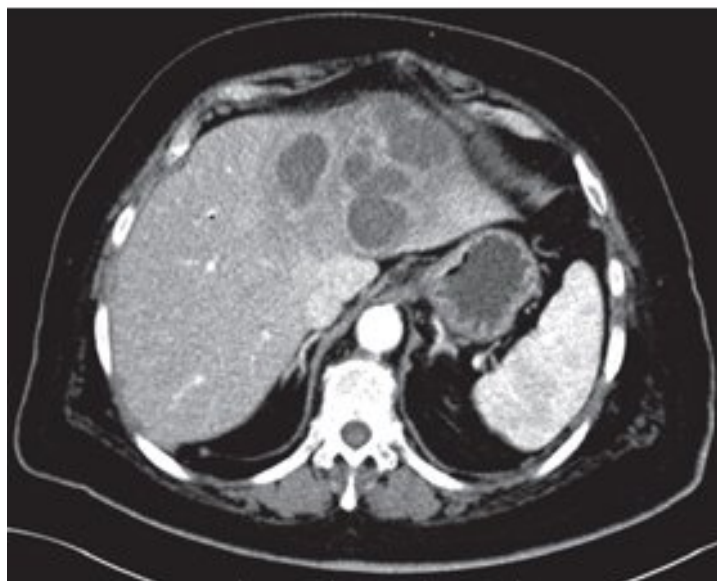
КТ-зображення абсцесу печінки (за Бойко В.В. та співавт., 2018)
